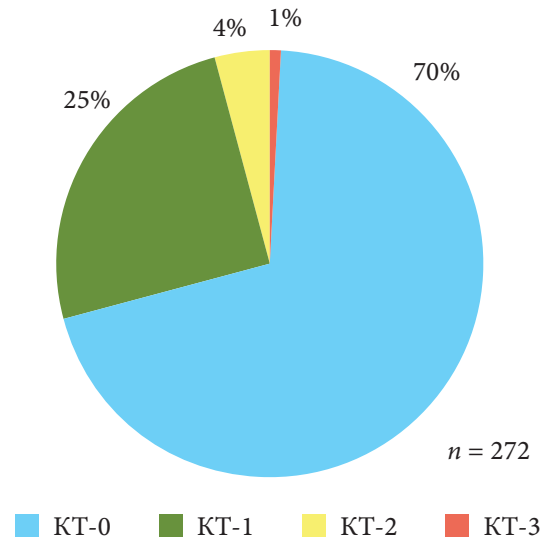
Вовлеченность легочной ткани в патологический процесс («тяжесть процесса по КТ»).
